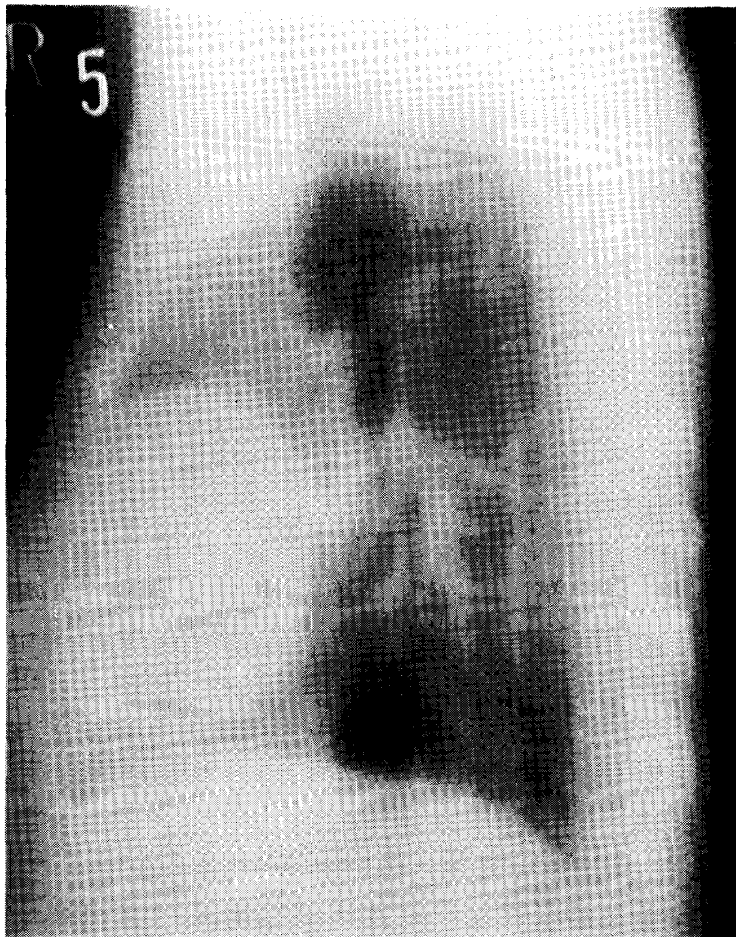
The right lateral tomograph (5 cm) shows the tumor in the anterior mediastinum. 18. 5. 1979.
